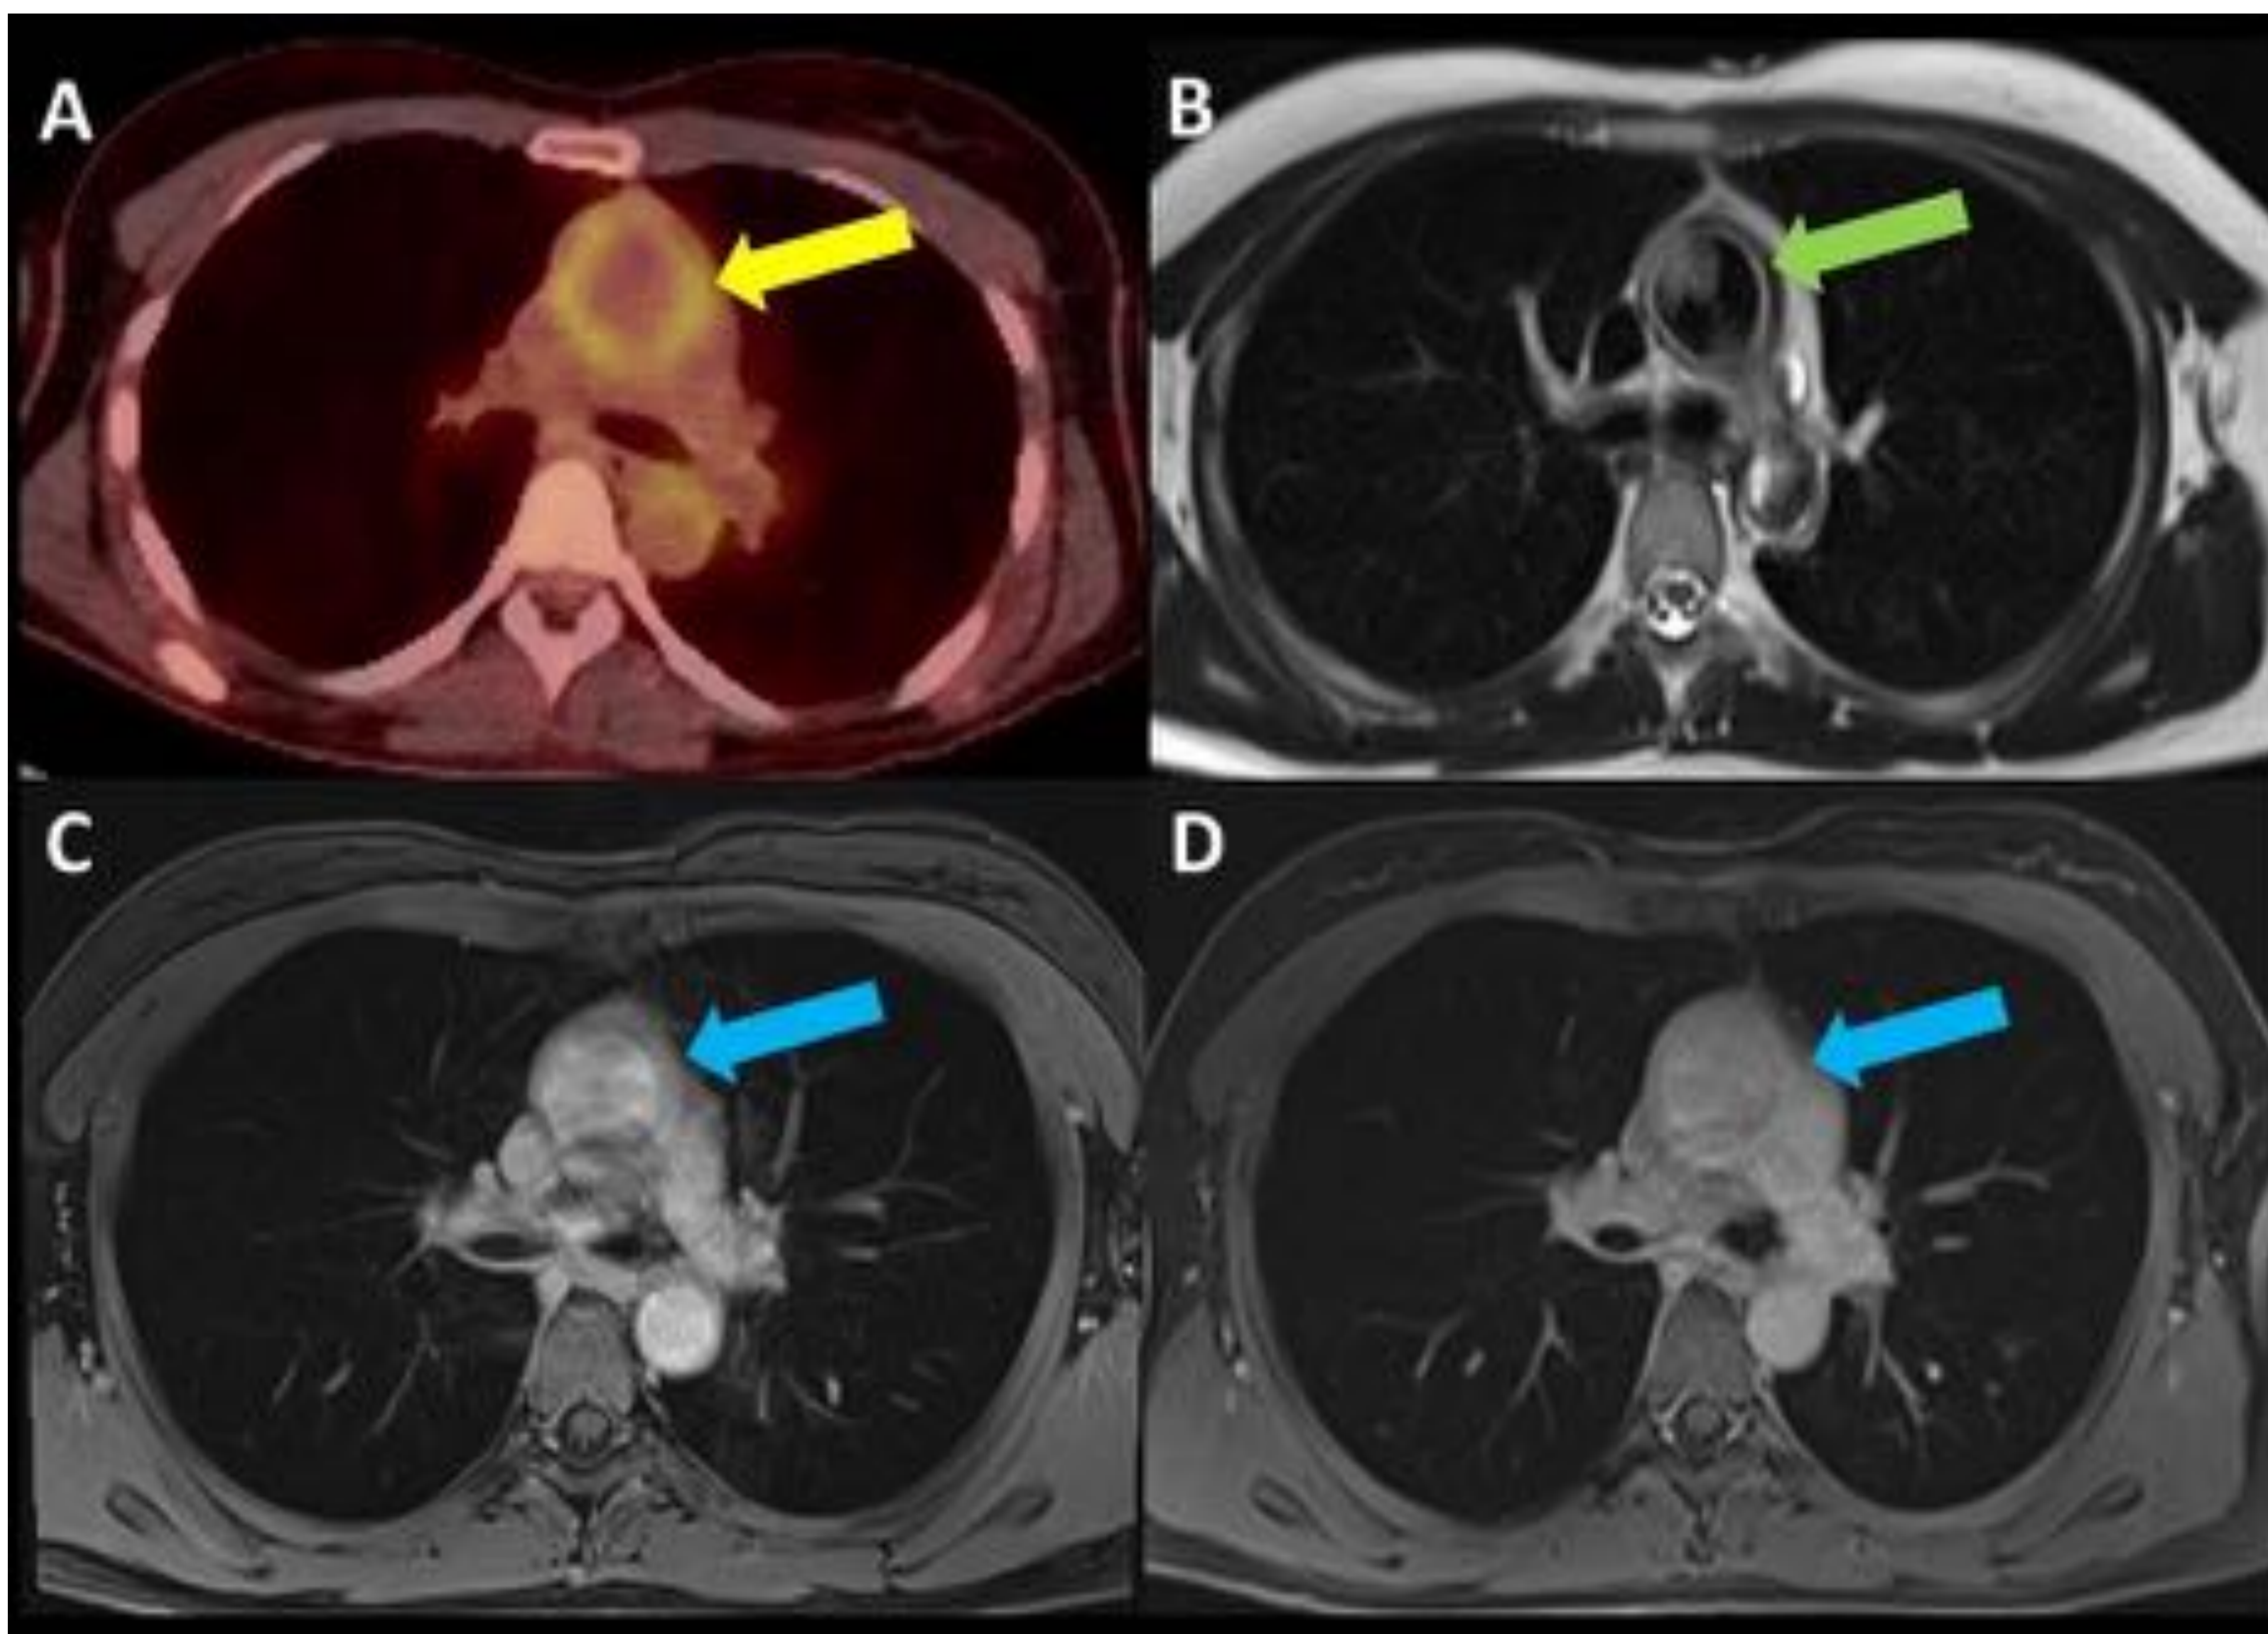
Paciente de 38 años con arteritis de Takayasu. A. PET-TC que muestra un aumento de la captación parietal de FDG a nivel de la aorta ascendente (flecha amarilla). B-D. En el estudio RM se evidencia un engrosamiento hiper-T2 de la pared de la aorta ascendente (flecha verde) con hipercaptación de contraste en fases precoces que se hace más evidente en fases tardías (flechas azules en C y D respectivamente).
